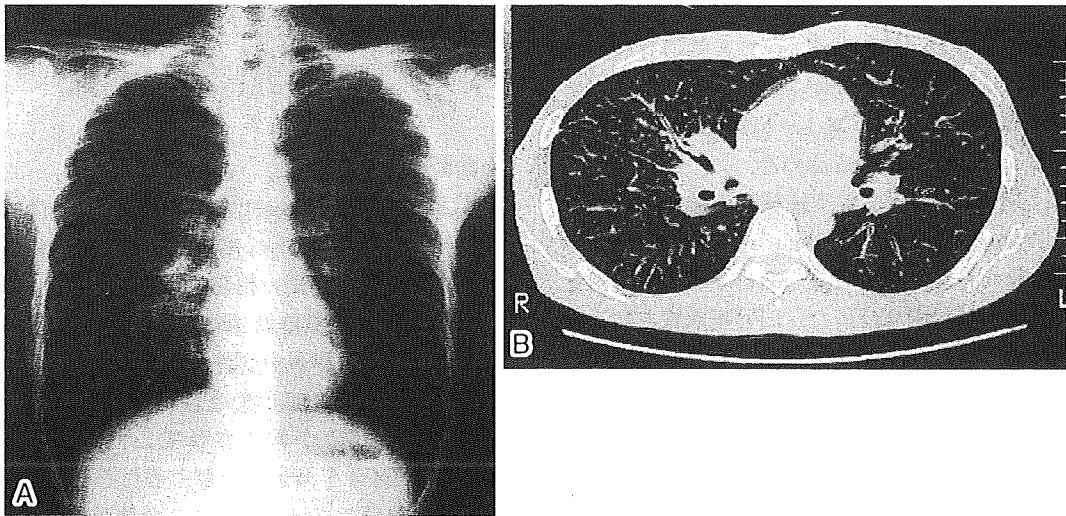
A) Chest X-ray film on admission showing bilateral hilar swelling and infiltration in the right middle lobe. B) Chest CT showing infiltration in the bilateral perihilar regions, reticulo-nodular shadows and bronchial wall thickening in the bilateral lung fields.
